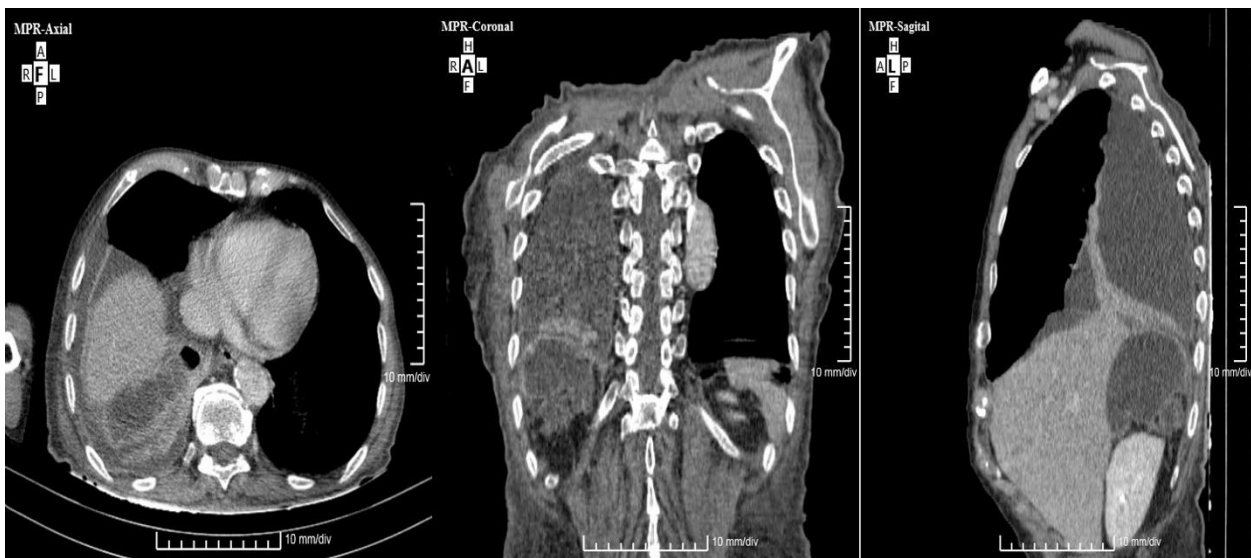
TAC con reconstrucción en tres vistas que mostraron la colección infradiafragmática, asociada al derrame pleural ipsilateral.
